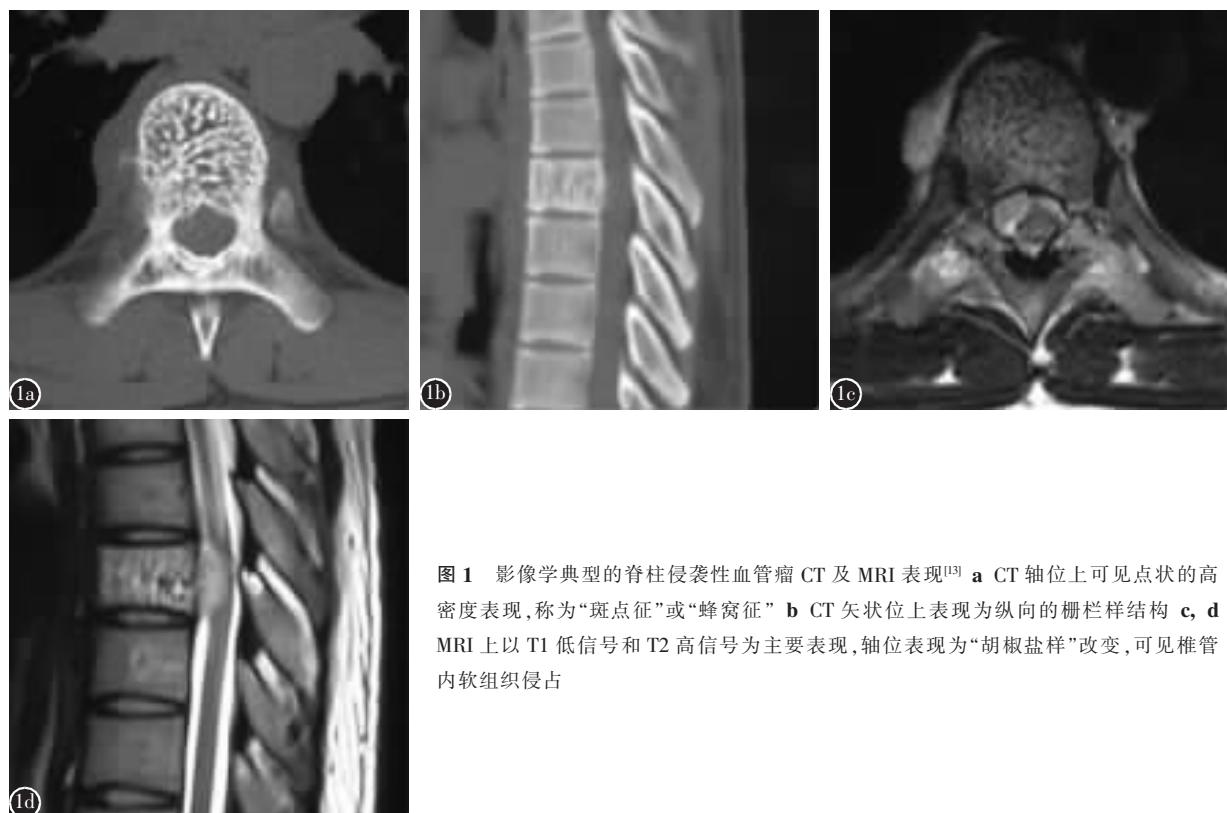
影像学典型的脊柱侵袭性血管瘤 CT 及 MRI 表现^[13] a CT 轴位上可见点状的高密度表现，称为“斑点征”或“蜂窝征” b CT 矢状位上表现为纵向的栅栏样结构 c, d MRI 上以 T1 低信号和 T2 高信号为主要表现，轴位表现为“胡椒盐样”改变，可见椎管内软组织侵占
